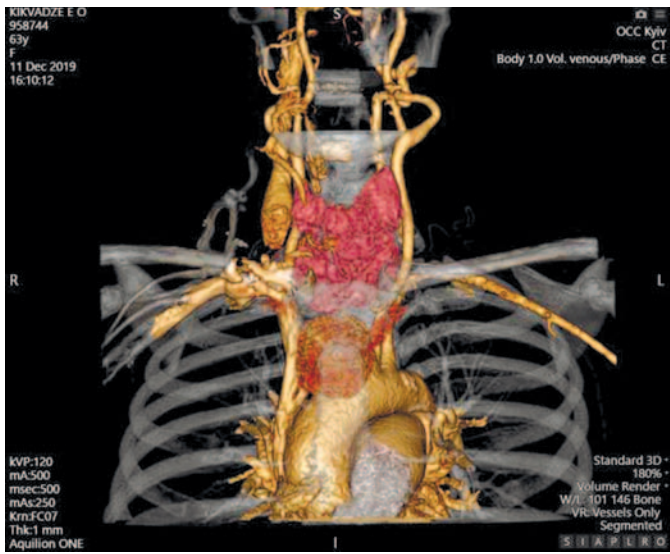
Мультиспіральна комп'ютерна томографія: фронтальний зріз, 3D-реконструкція
